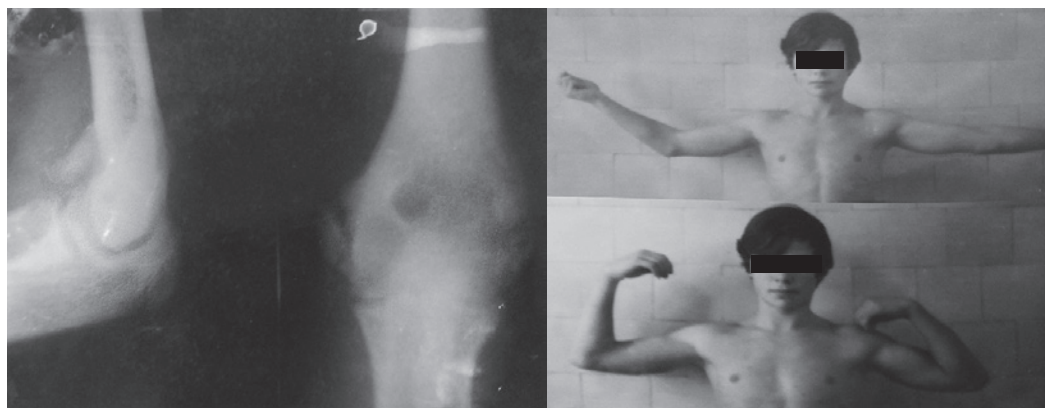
Пациент со среднетяжёлой формой гетеротопической оссификации локтевого сустава. В анамнезе: закрытый задний вывих костей предплечья. Закрытое вправление. Через 2,5 мес после вправления. На рентгенограмме — оссификат в зоне передне-внутреннего отдела сустава
